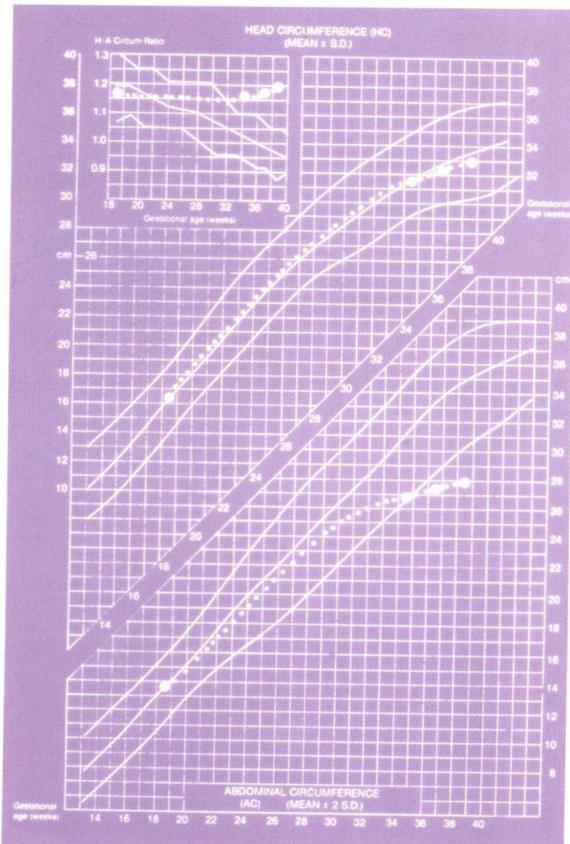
一個子宮內成長遲滯胎兒的超音波測量圖，注意其頭部的生長速度尚在正常範圍內，但是腹圍的呈現遲滯。左上圖顯示頭圍 / 腹圍的比例變化情形。
